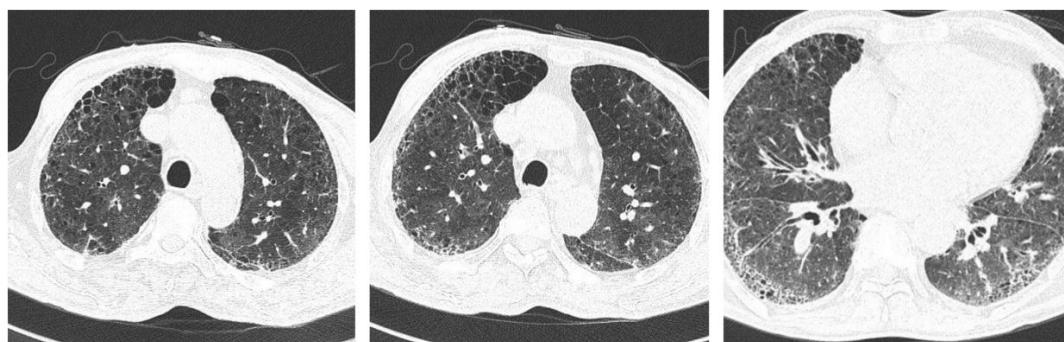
Chest CT was followed up 1 and a half months after discharge
